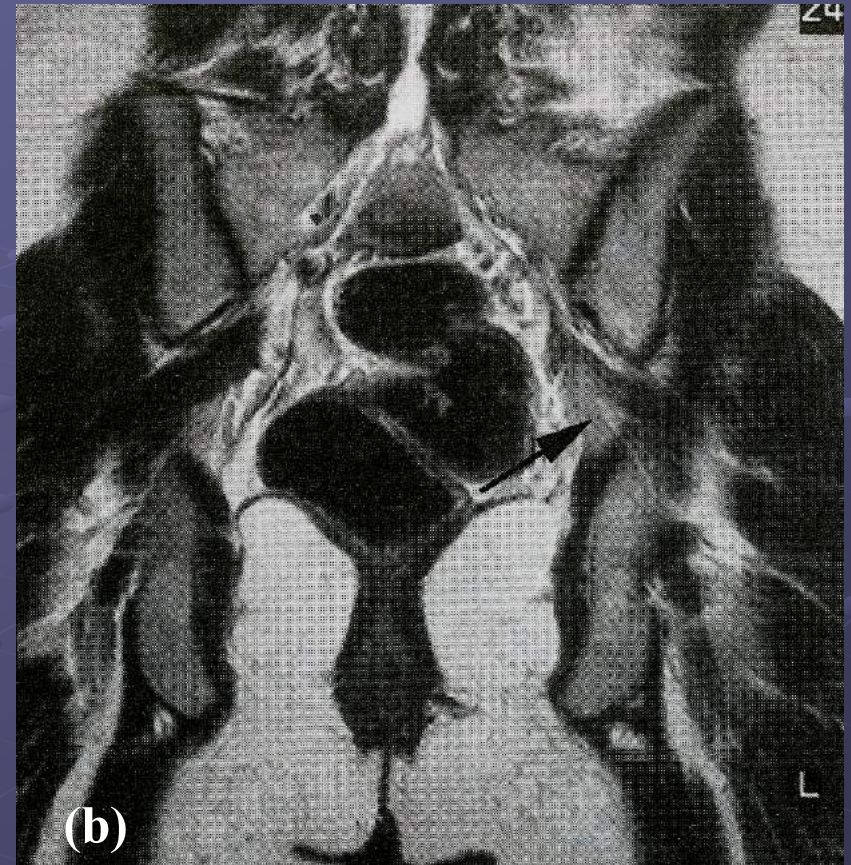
IRM en coupe sagittale (a) et coronale (b) en SP T2: disparition de l'hypersignal autour du nerf grand sciatique et du muscle pyramidal
